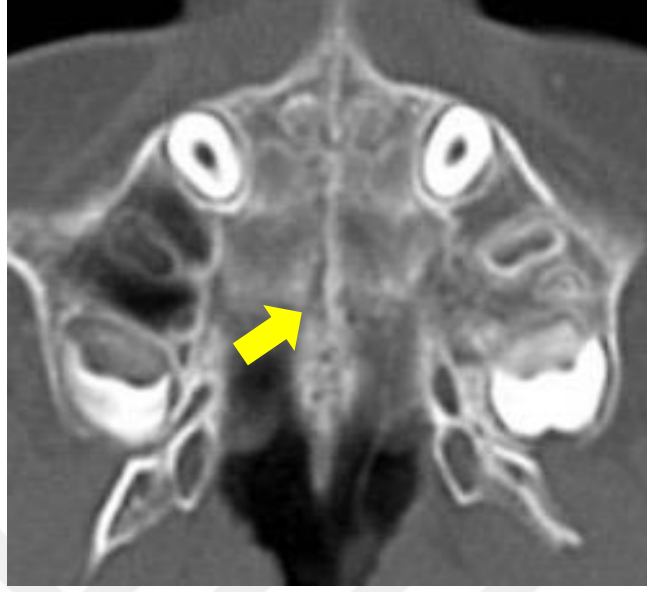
BT görüntüsünün MPS matürasyonunun değerlendirilmesi için oryantasyonu.
